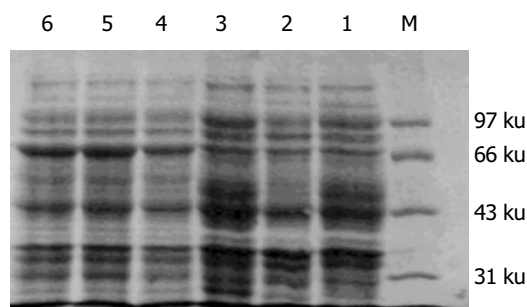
CDB₃基因诱导表达产物的SDS-PAGE分析. M: 低分子质量的标准蛋白(97、66、43、31、20 ku); 1: 空大肠杆菌(BL21)经诱导作用的蛋白; 2: 空含PET22b(+)载体的BL21经诱导的蛋白; 3: 阳性克隆大肠杆菌在未诱导时的蛋白; 4、5、6: 阳性克隆大肠杆菌在IPTG诱导下1、3、4 h的蛋白.
